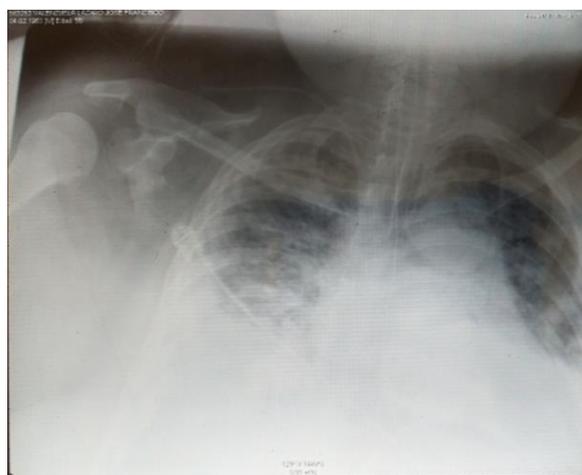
Radiografía de tórax 06/11/2018
